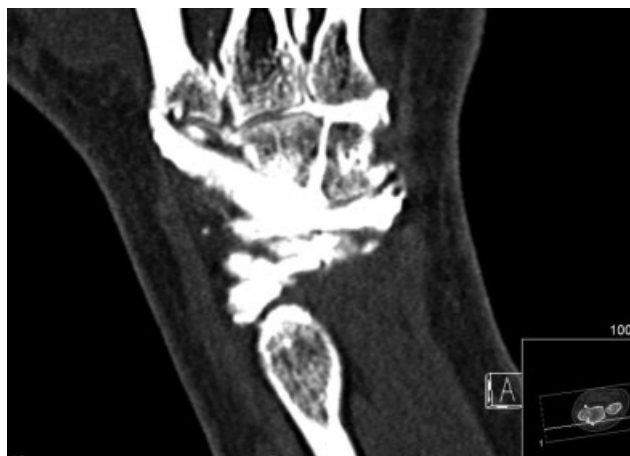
Artro Tomografía computarizada, caso 3.
